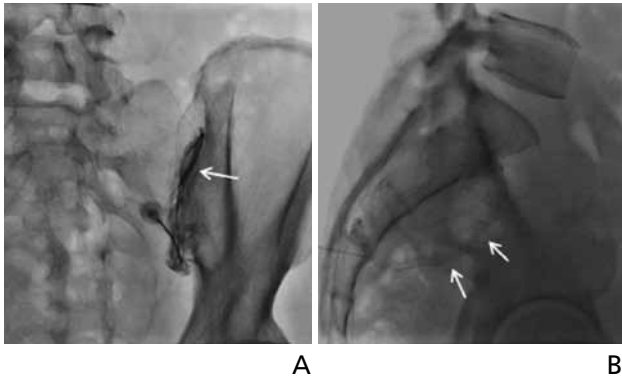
Sacroiliac joint injection. Anteroposterior (A) and lateral (B) radiograph with the needle tip in the right sacroiliac joint shows contrast outlining the sacroiliac joint cavity (arrows).
